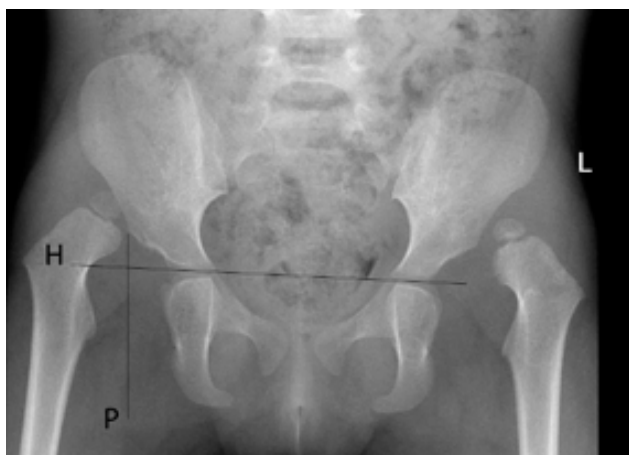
Radiografia pélvica antero-posterior de criança de 2 anos de idade com Displasia do Desenvolvimento da Anca bilateral.
